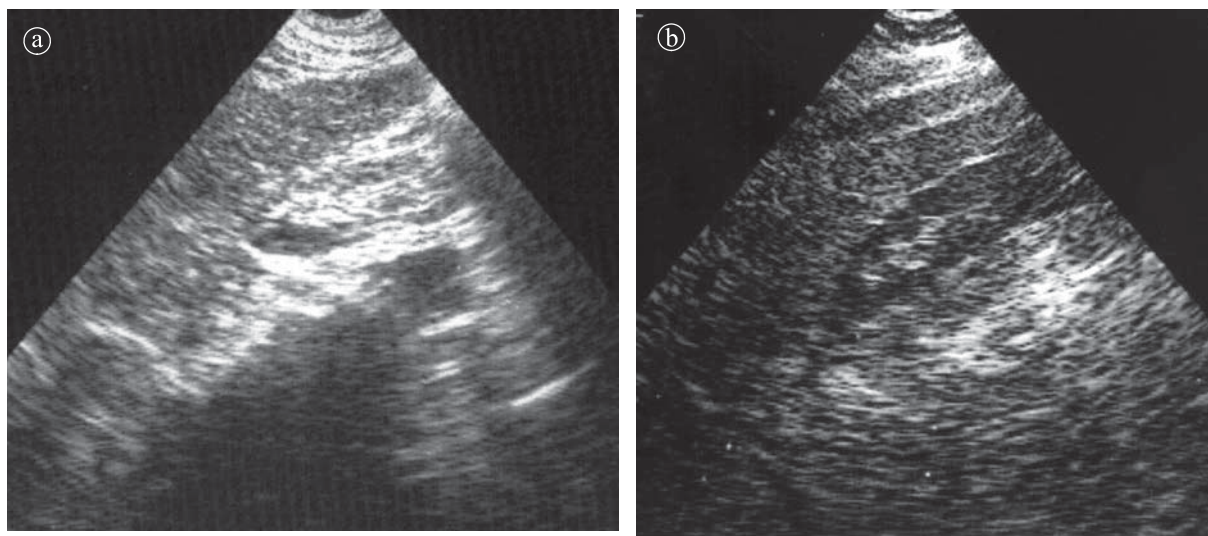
Rinichi hipoplazic. a) b) Ecografie. Secțiune longitudinală.
